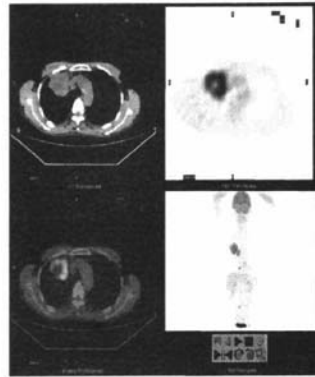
肺鳞癌PET-CT融合图像 患者为男性,62岁,右上肺鳞癌,PET示肿块呈团块状异常放射性浓聚影,中央呈放射性缺损;CT示肿块中央液化、坏死。
